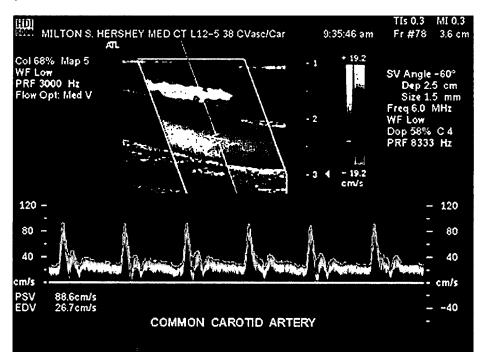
Fluxo sangüíneo na carótida mostrando potência espectral variável com o ciclo cardíaco (Imagem cedida pela ATL Ultrasound).
